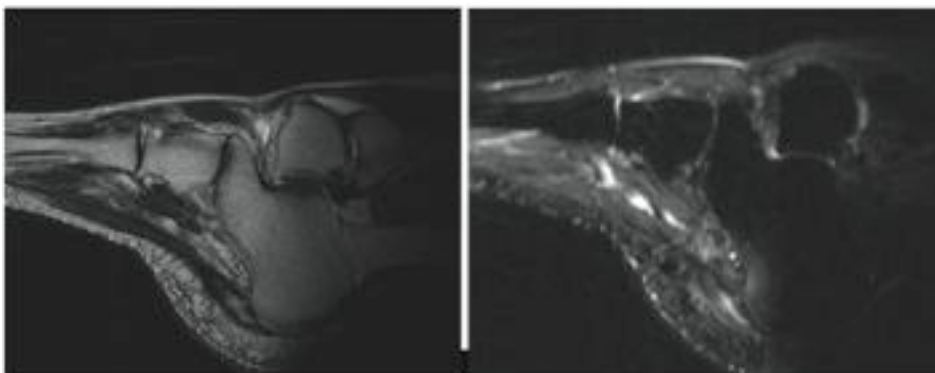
MRI bei einem Patienten mit klinisch symptomatischer Planarfasziitis.
